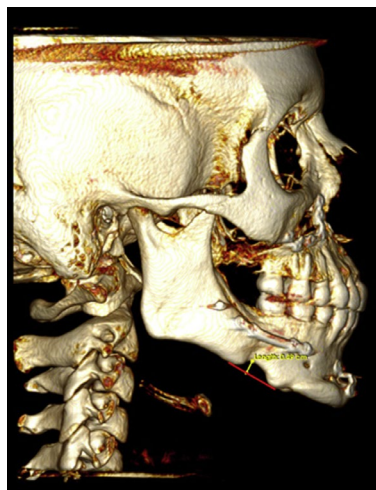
Tomografia computadorizada cone beam de 1 ano pós-operatório de uma mulher de 32 anos de idade que teve um avanço mandibular de 11,5mm sem uso de enxerto ósseo e apresentava um degraú ósseo de 3,5mm (RAFFAINI et al., 2020).
